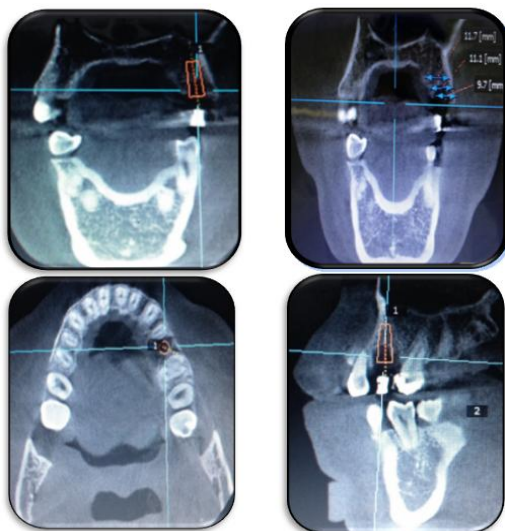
Tomografía cone beam
